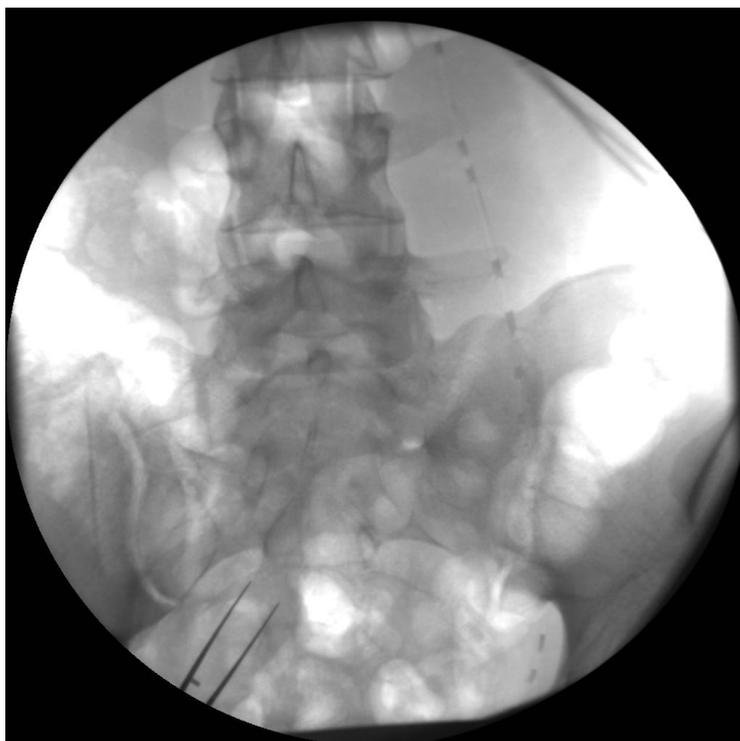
Флебограмма. Внутренняя семенная вена начала заполняться этоксисклеролом. В проксимальном отделе последней определяются остатки рентгеноконтрастного вещества и воздуха
